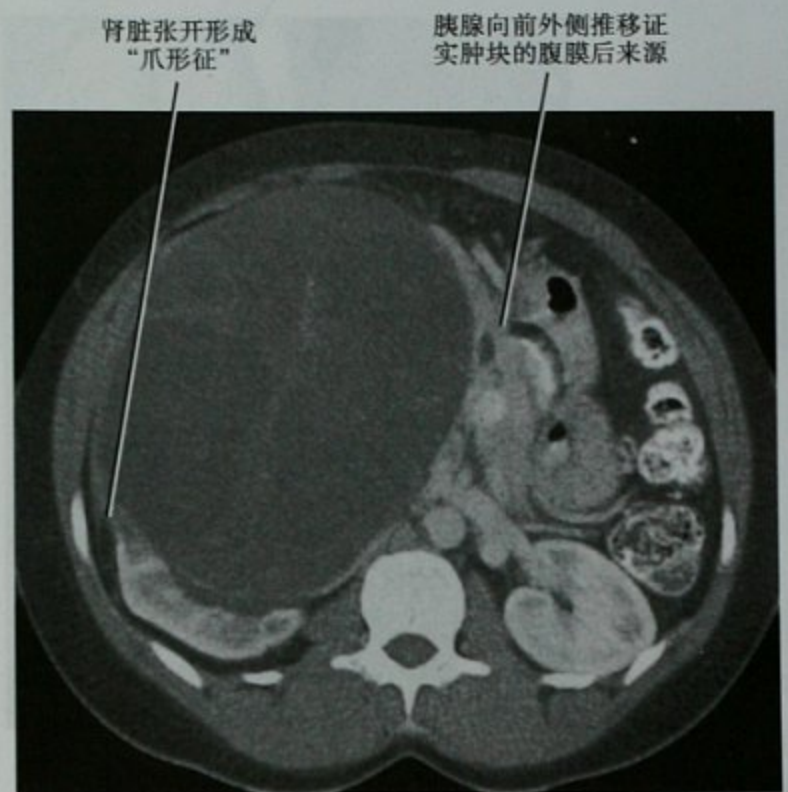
巨大多房囊性肾瘤患者的横断位增强 CT 扫描。“爪形征”提示肿块的肾脏起源
